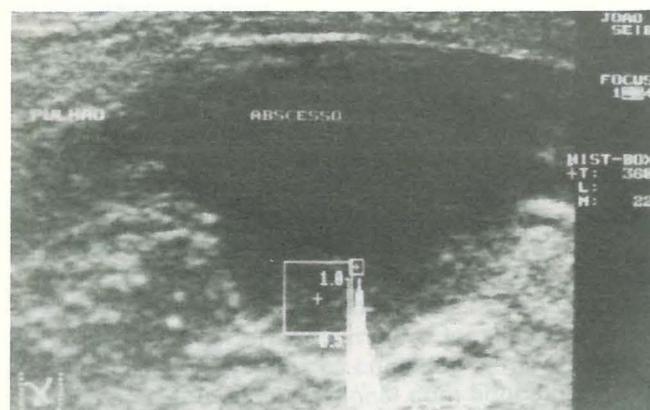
Observa-se, em A, um abscesso subfrênico esquerdo. Em B, o mesmo abscesso é visto logo após a inserção do cateter em seu interior. A figura 1-C mostra a ecografia de controle pós-punção realizada vários dias após. O abscesso aparece drenado e com o cateter ainda inserido na sua cavidade. Este foi retirado logo depois da realização do exame.
